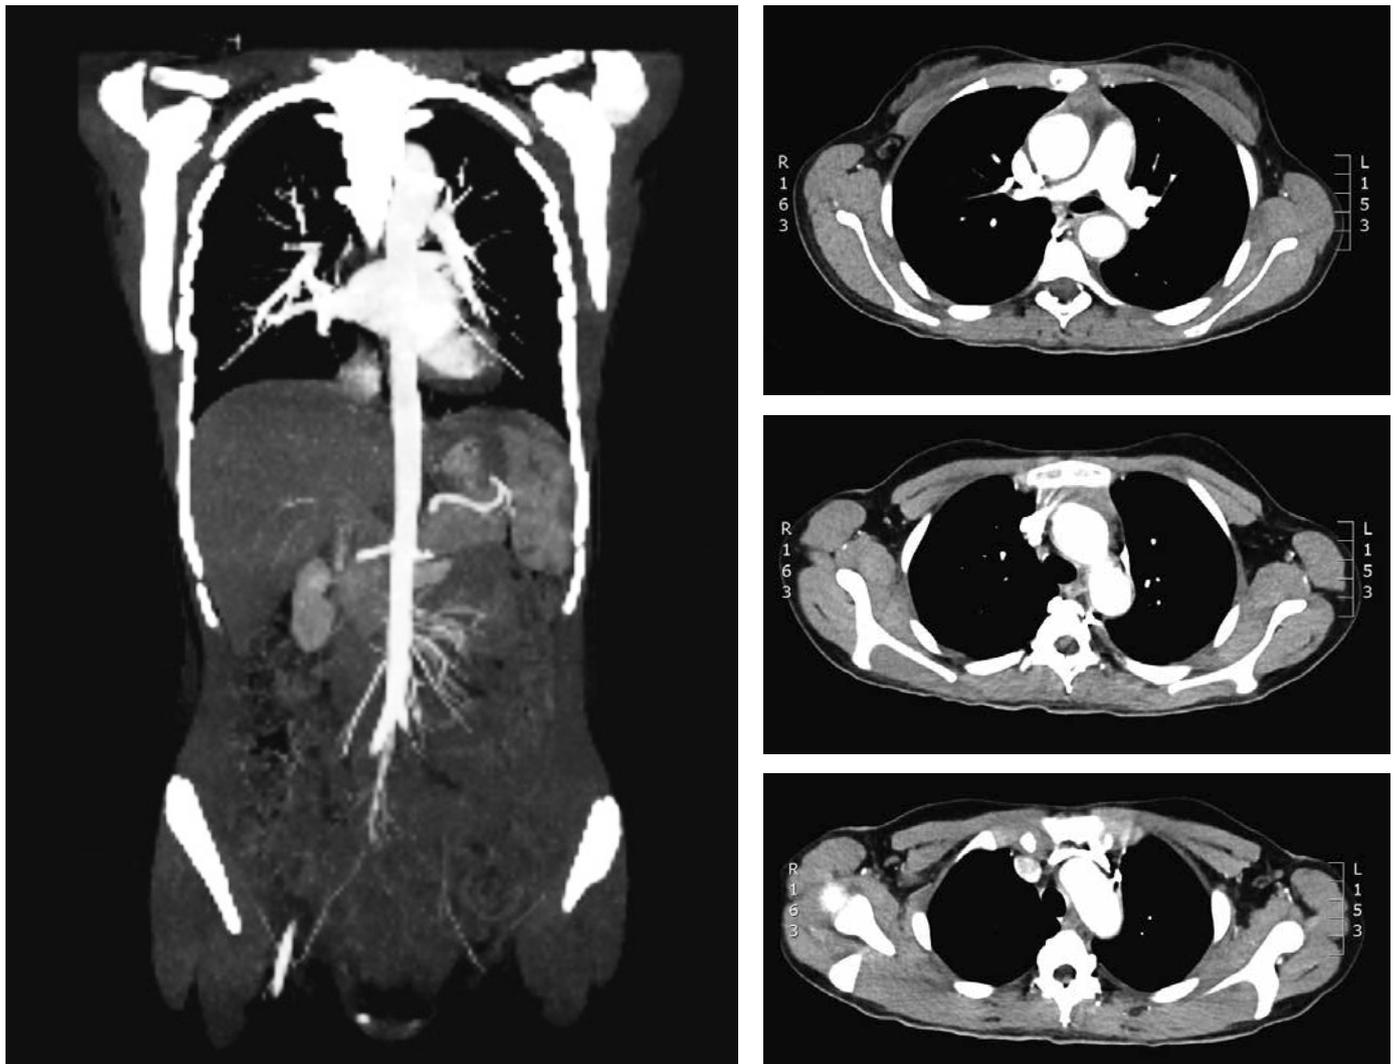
Angio-RMN: le figure mostrano l'ispessimento parietale e l'aumentato calibro dei primi tratti aortici.
